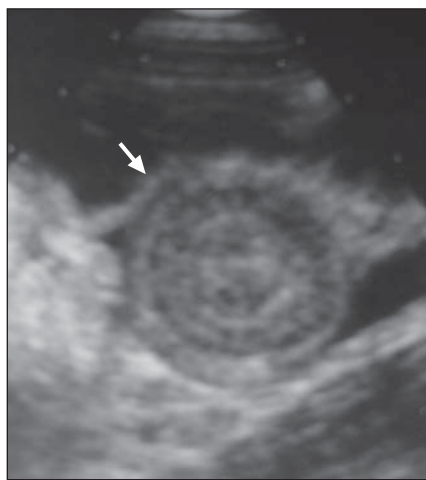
Ultra-sonografia obtida em plano axial ao maior eixo da intussuscepção. Sinal do “alvo”: uma orla hipodensa circunda um centro predominantemente hiperecótico (seta).
